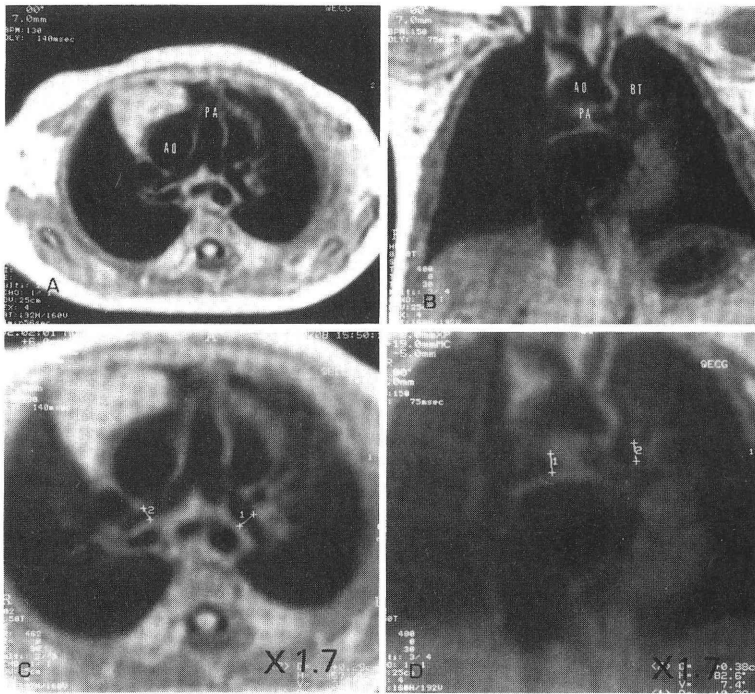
1歳，純型肺動脈閉鎖の症例。Aは肺動脈を含む横断像，Bは肺動脈を含む冠状断像，C，Dはそれらの拡大像(×1.7)である。TR/TE：400/30，slice厚7mm。この例では，肺動脈径は横断像，および冠状断像で計測（左肺動脈はBlalock-Taussig shuntのdistalで計測）し，左右とも冠状断像の値を肺動脈径として用いた。AO：大動脈，PA：肺動脈，BT；Blalock-Taussig shunt。
